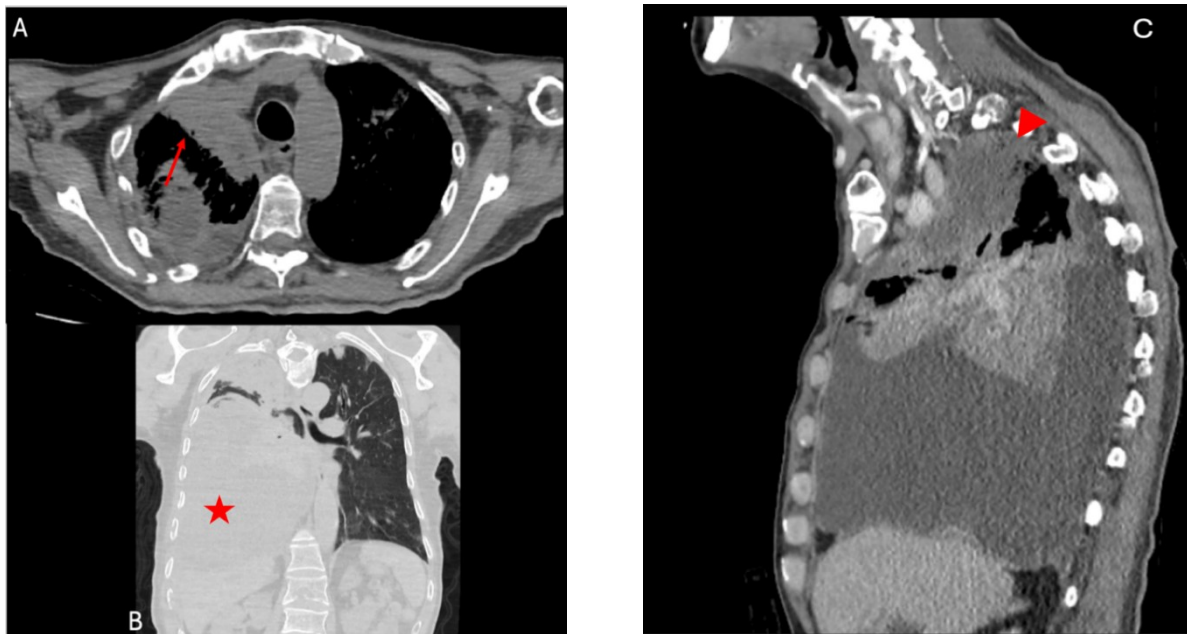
(A y B) Tomografía de tórax sin contraste. En ventana mediastinal, cortes axiales, se identifica masa irregular (flecha), de márgenes mal definidos, con áreas centrales de baja atenuación sugestivas de necrosis/licuefacción. En ventana pulmonar, corte coronal, se evidencia gran derrame pleural derecho (estrella). (C) En el corte sagital, con hallazgos sugestivos de probable infiltración pleural apical (punta de flecha).
